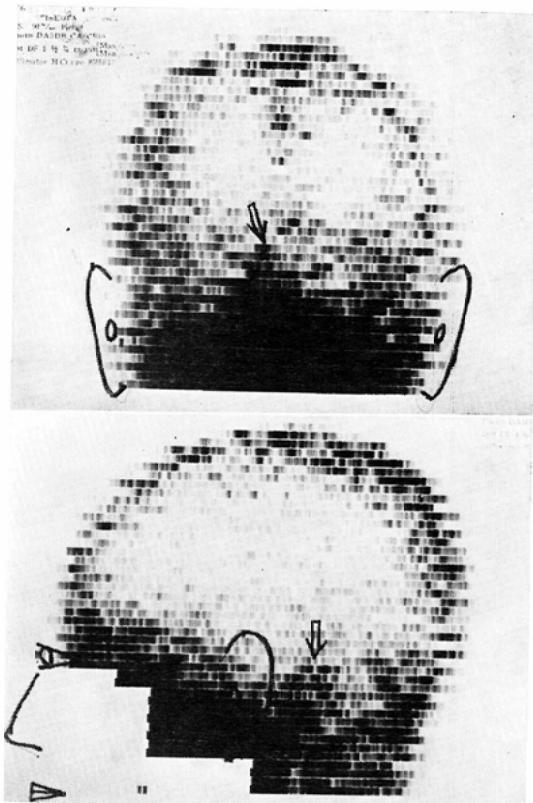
Case 2. Brain scintigram of meningioma at posterior fossa.
